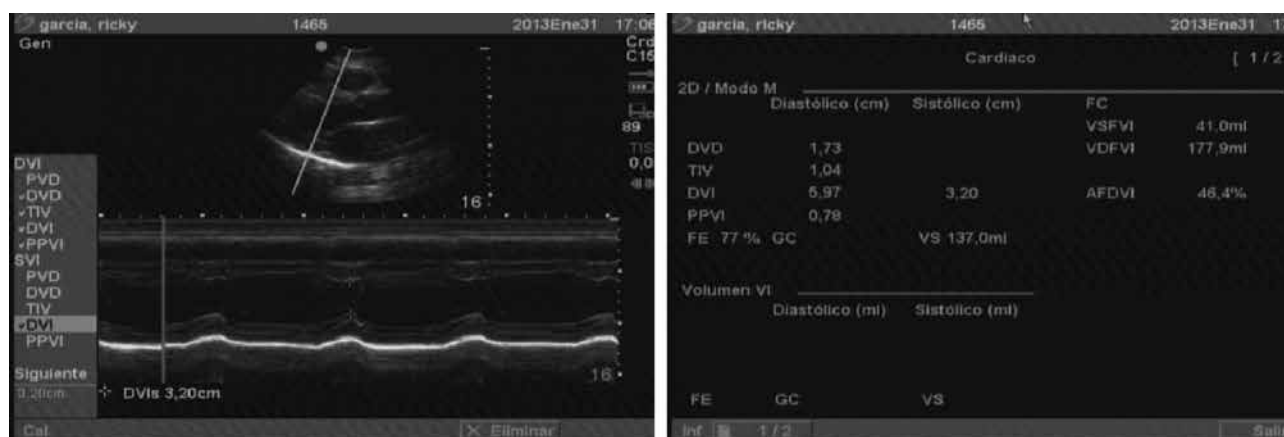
Ecocardiografía con dimensión diastólica del VI de 59.7 mm
